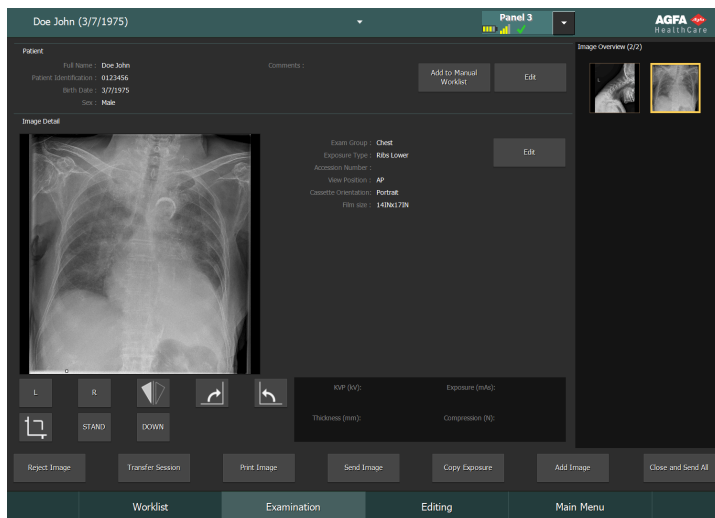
Пример отображения на дисплее головки рентгеновской трубки
